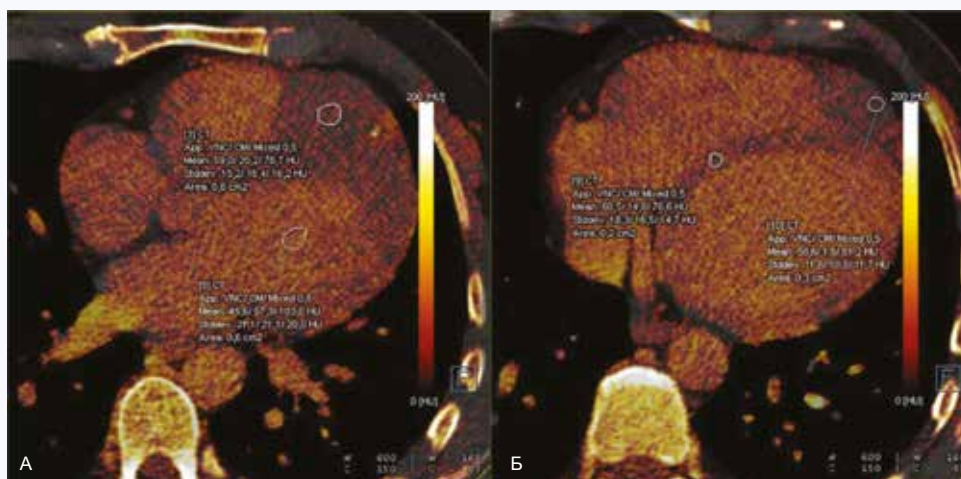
Картина рабдомиомы сердца при проведении двухэнергетической компьютерной томографии. Показаны значения плотности ткани опухоли и нормальных структур сердца (межжелудочковой перегородки и полости левого желудочка). А, Б – срезы в аксиальной проекции
